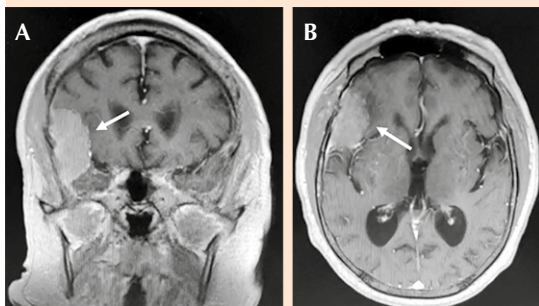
Resonancia magnética nuclear contrastada de cráneo que muestra una imagen hiperintensa frontoparietal derecha. A. Corte coronal. B. Corte axial.
